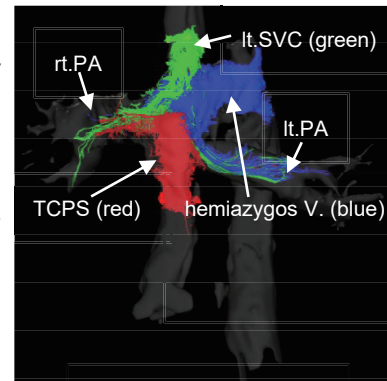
flow MRI pathline
